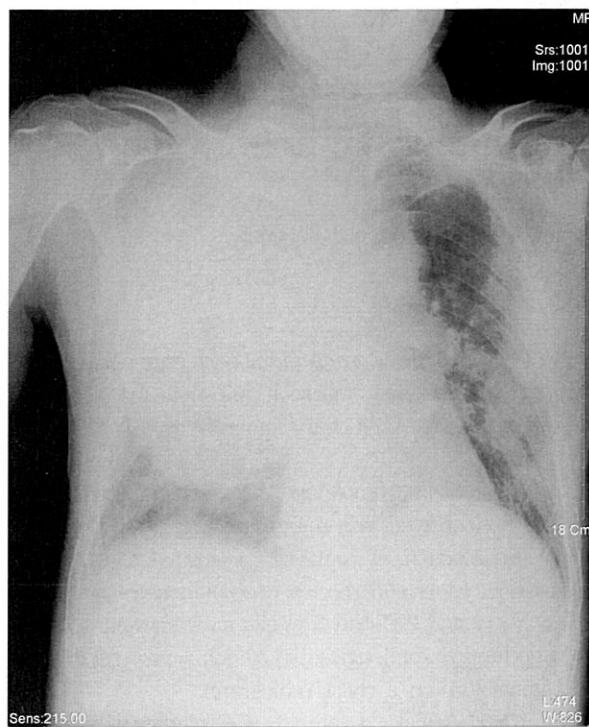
Chest radiograph (hospital day #1) shows extensive volume expanding consolidation of the right upper lobe and bulging of the minor fissure.
